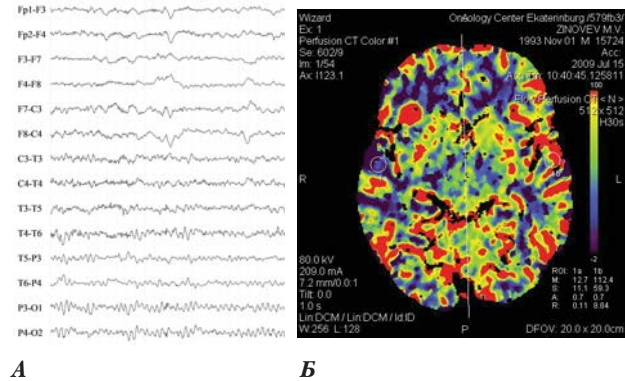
Пациент 3, 18 лет. А. ЭЭГ от 31.07.09 г.: короткие вспышки острых волн в лобно-центральных областях. Б. КТП от 31.07.09 г. очаговые изменения перфузии в кортикальных отделах правой височной доле в виде очагов снижения скорости и объема кровотока. Остальные параметры перфузии головного мозга без явных очаговых изменений.
